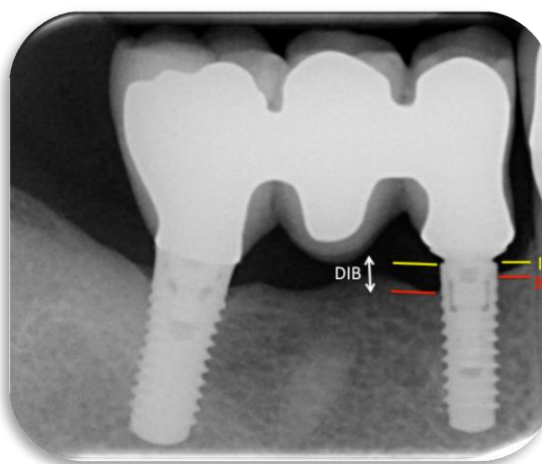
Radiografía periapical ilustrando las marcas radiográficas y la variable DIB: distancia entre el hombro del implante (I) y el primer contacto hueso-implante radiográfico (B).
